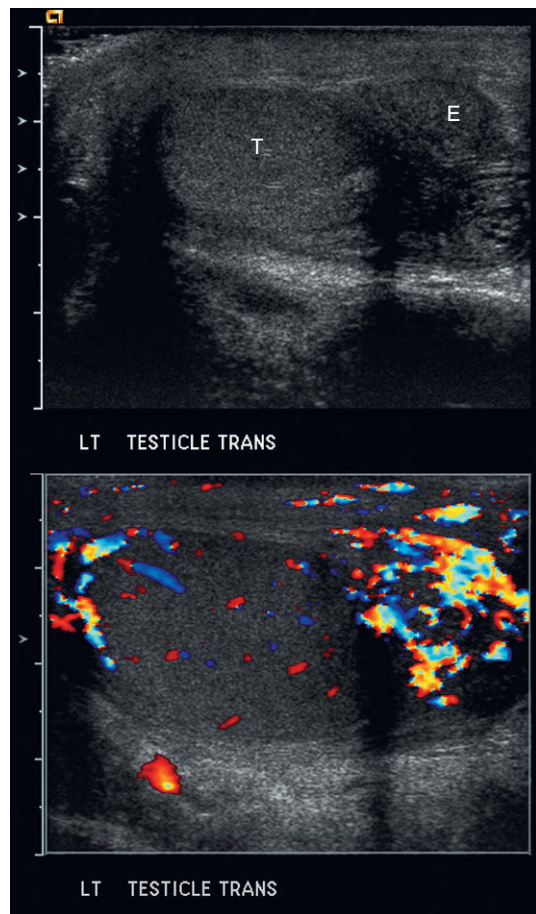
Proyección longitudinal del testículo izquierdo con y sin Doppler color. El epidídimo (E) está aumentado de tamaño, pero el testículo (T) mantiene un tamaño y una ecotextura normales. Con Doppler color, existe un flujo vigoroso en el epidídimo mientras que el testículo muestra un flujo adecuado o ligeramente reducido. Estos hallazgos son compatibles con una epididimitis.
